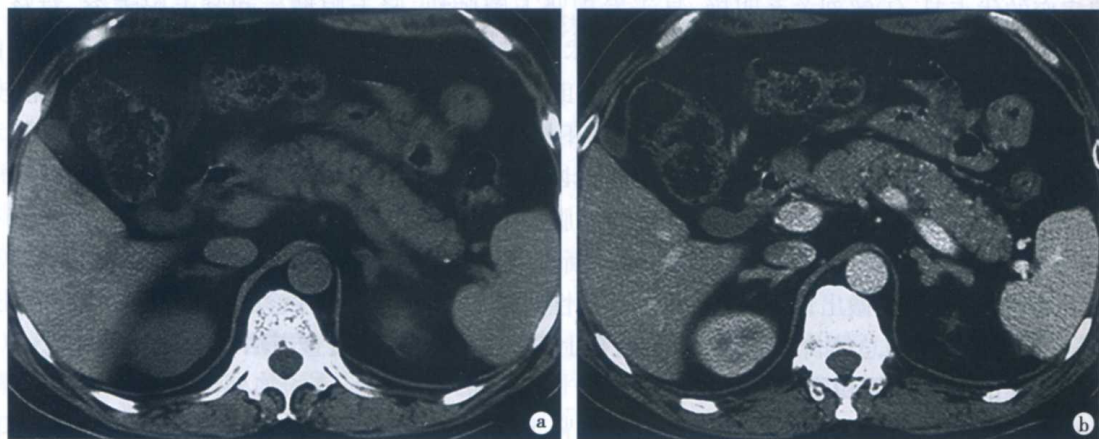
肾上腺皮质增生 (Cushing 综合征) CT 表现
